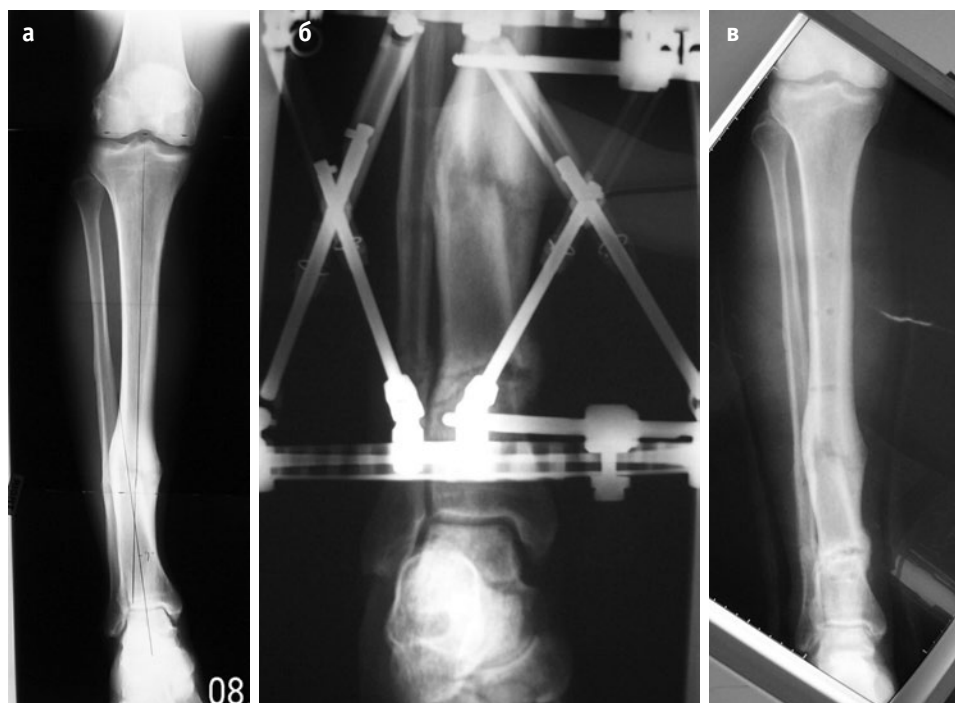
35-летний мужчина с неправильно сросшимся 15 лет назад переломом большеберцовой кости, обратился с жалобами на боль в области голеностопного сустава и наличие деформации голени. (а) На предоперационной рентгенограмме в прямой проекции видна варусная деформация большеберцовой кости на границе средней и дистальной трети. В связи с наличием смещения на уровне перелома по ширине вершина деформации располагается в надлодыжечной зоне. (б) Рентгенограмма в прямой проекции после выполнения НЛО и завершения фазы дистракции. (в) Рентгенограмма через год после операции: ось большеберцовой кости восстановлена.
